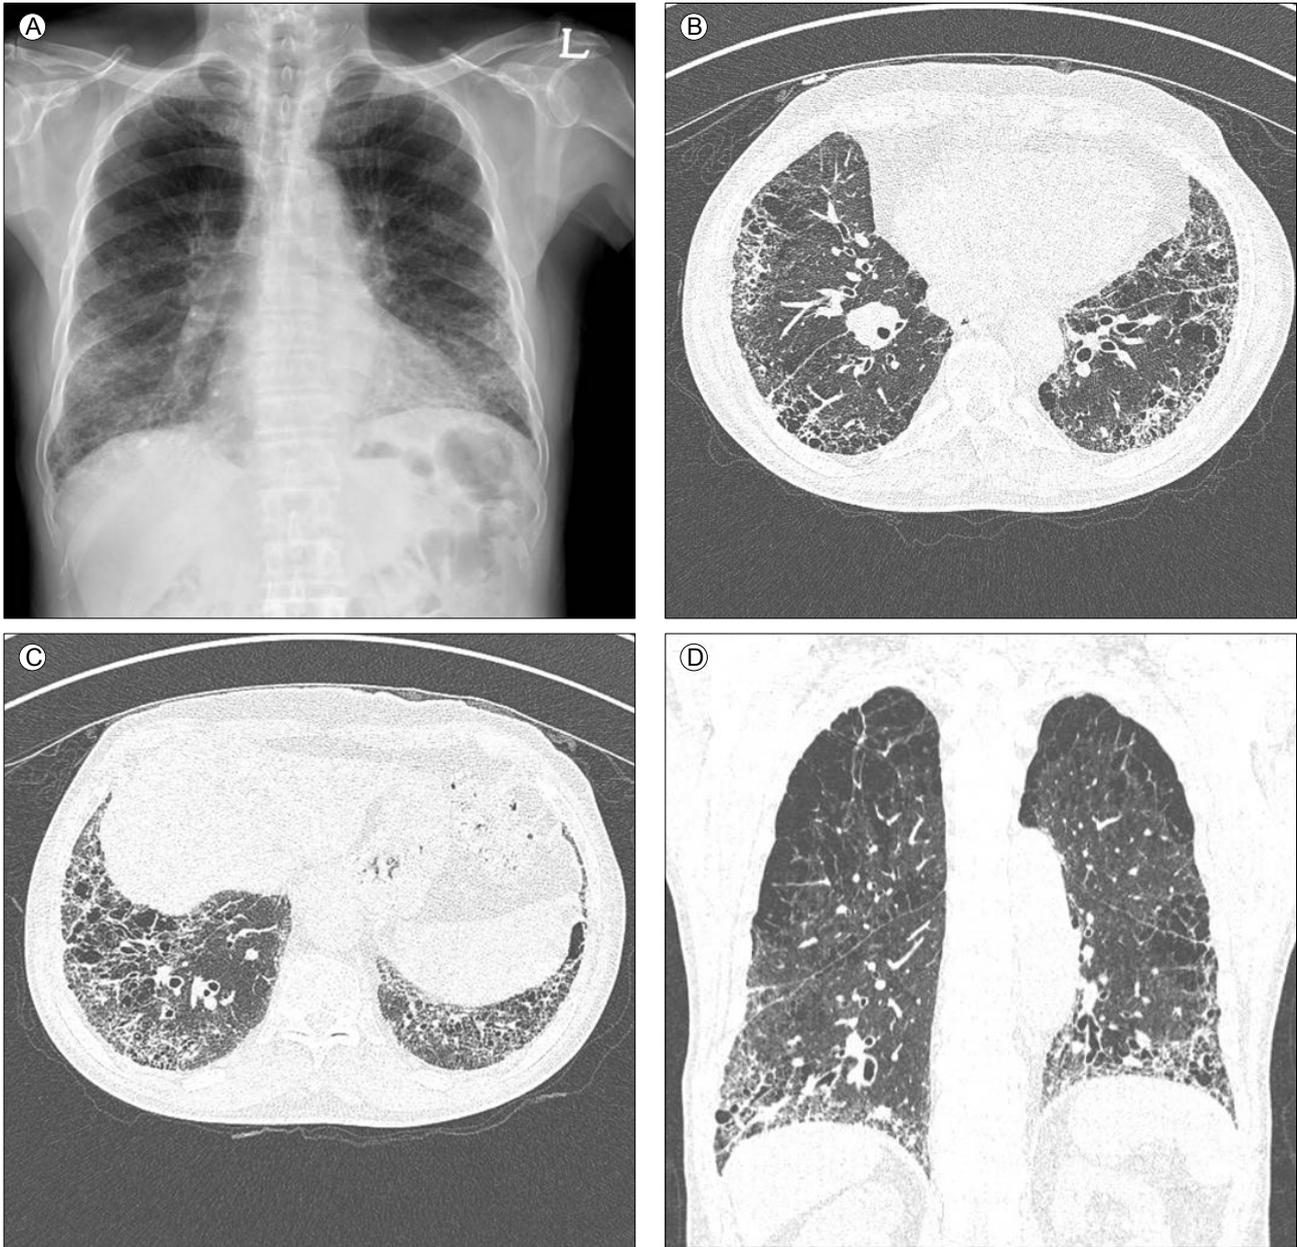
Chest radiography and computed tomography findings. (A) Chest radiograph showing diffusely increased opacity along the periphery of both lower lung zones and decreased volume in both lower lungs. Chest CT revealed diffuse areas of (B) irregular interstitial thickening, (C) reticulation, and (D) traction bronchiectasis with air cysts in the subpleural zone of both lower lungs. Fissural thickening and emphysematous change were also noted. CT, computed tomography.
